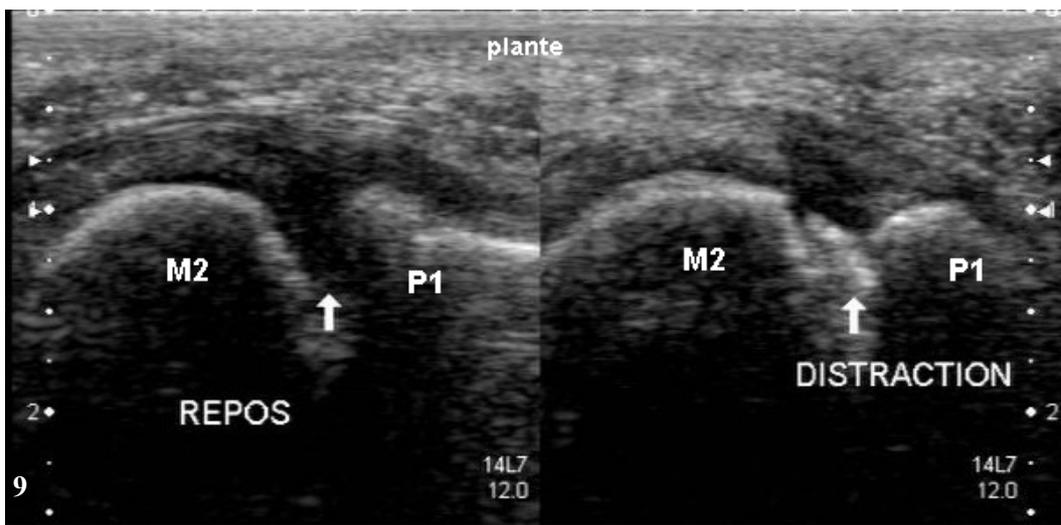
Coupe échographique sagittale plantaire de cette articulation en position neutre et en traction sur l'orteil. On confirme la perte de la rotundité de la tête métatarsienne. En traction apparaît une zone intra-articulaire hyperéchogène (flèche) qui disparaît lors du retour en position neutre.
